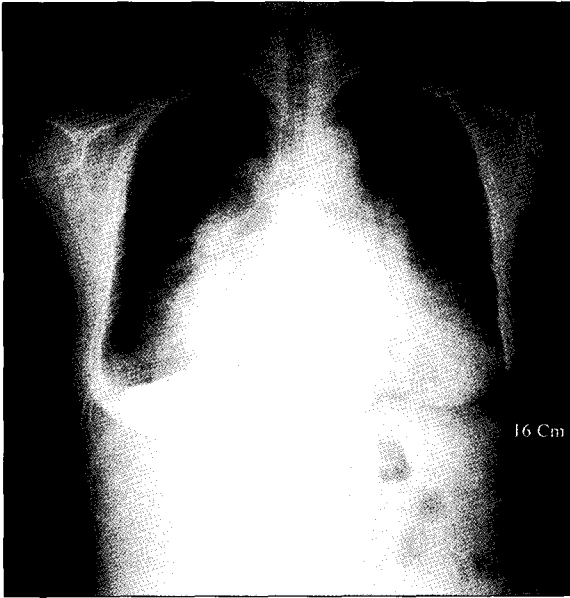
Preoperative chest X-ray: Cardiomegaly and previous prosthetic mitral valve was shown.
